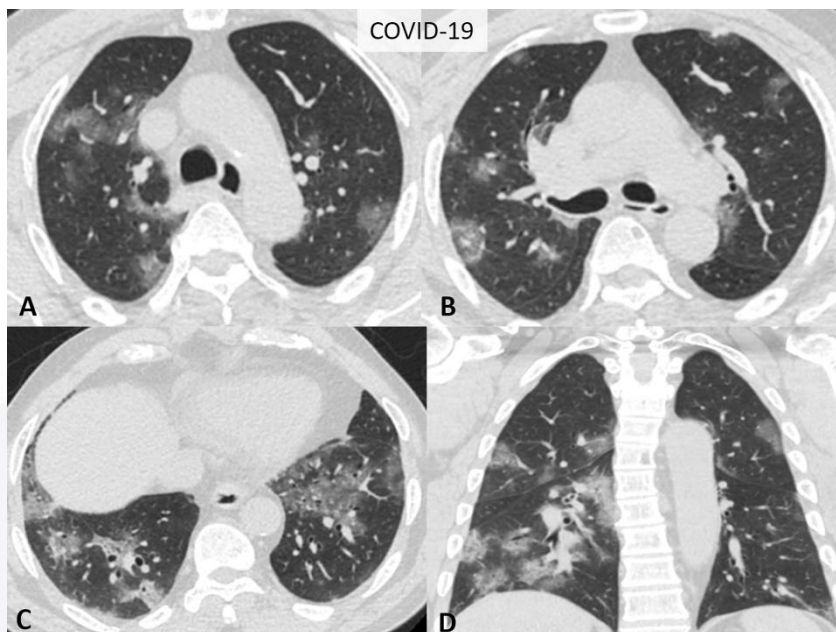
A-D. Características típicas de imágenes de TC para COVID-19. Imágenes (D) de corte fino coronal y (A-C) axiales multiplanares sin contraste, en un hombre de 77 años con una RT-PCR positiva muestran GGO bilateral, multifocal redondeado y periférico.
